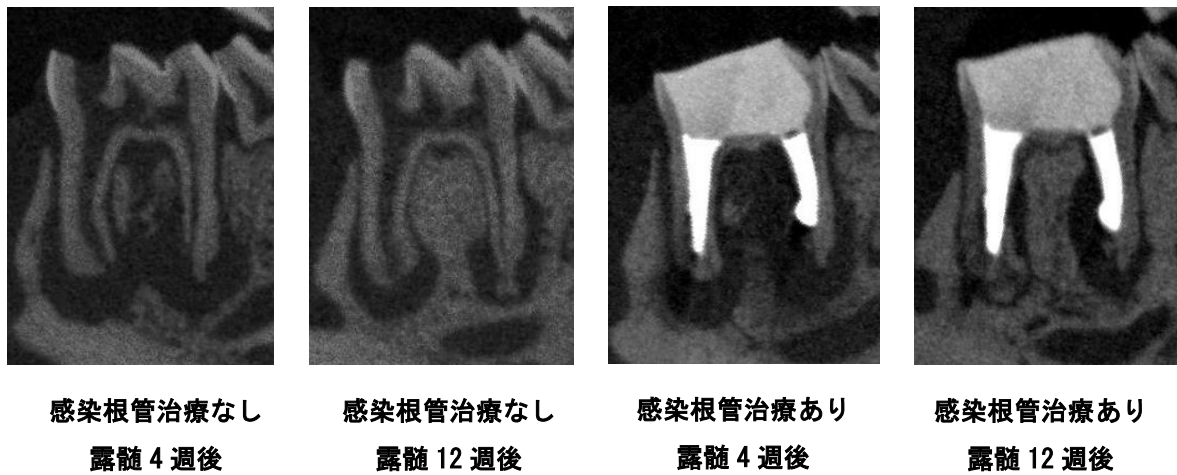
4 根管感染根管治療モデルのマイクロ CT 矢状断像
